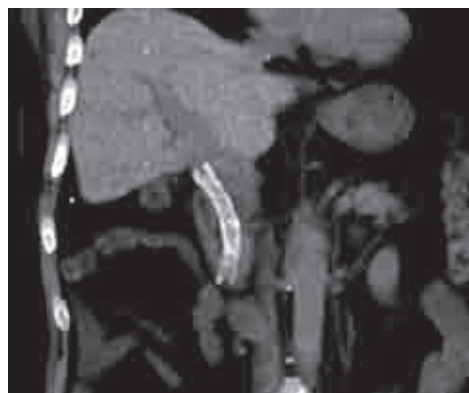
Расположение стента после установки (спиральная компьютерная томография)
